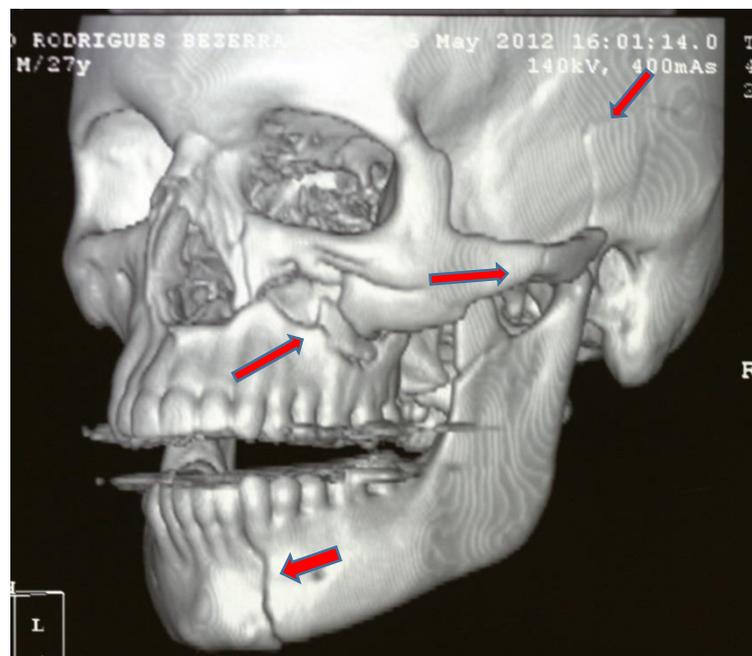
Tomografia Computadorizada (TC) evidenciando fraturas no osso zigomático, maxila e mandíbula. (Maio 2012)
